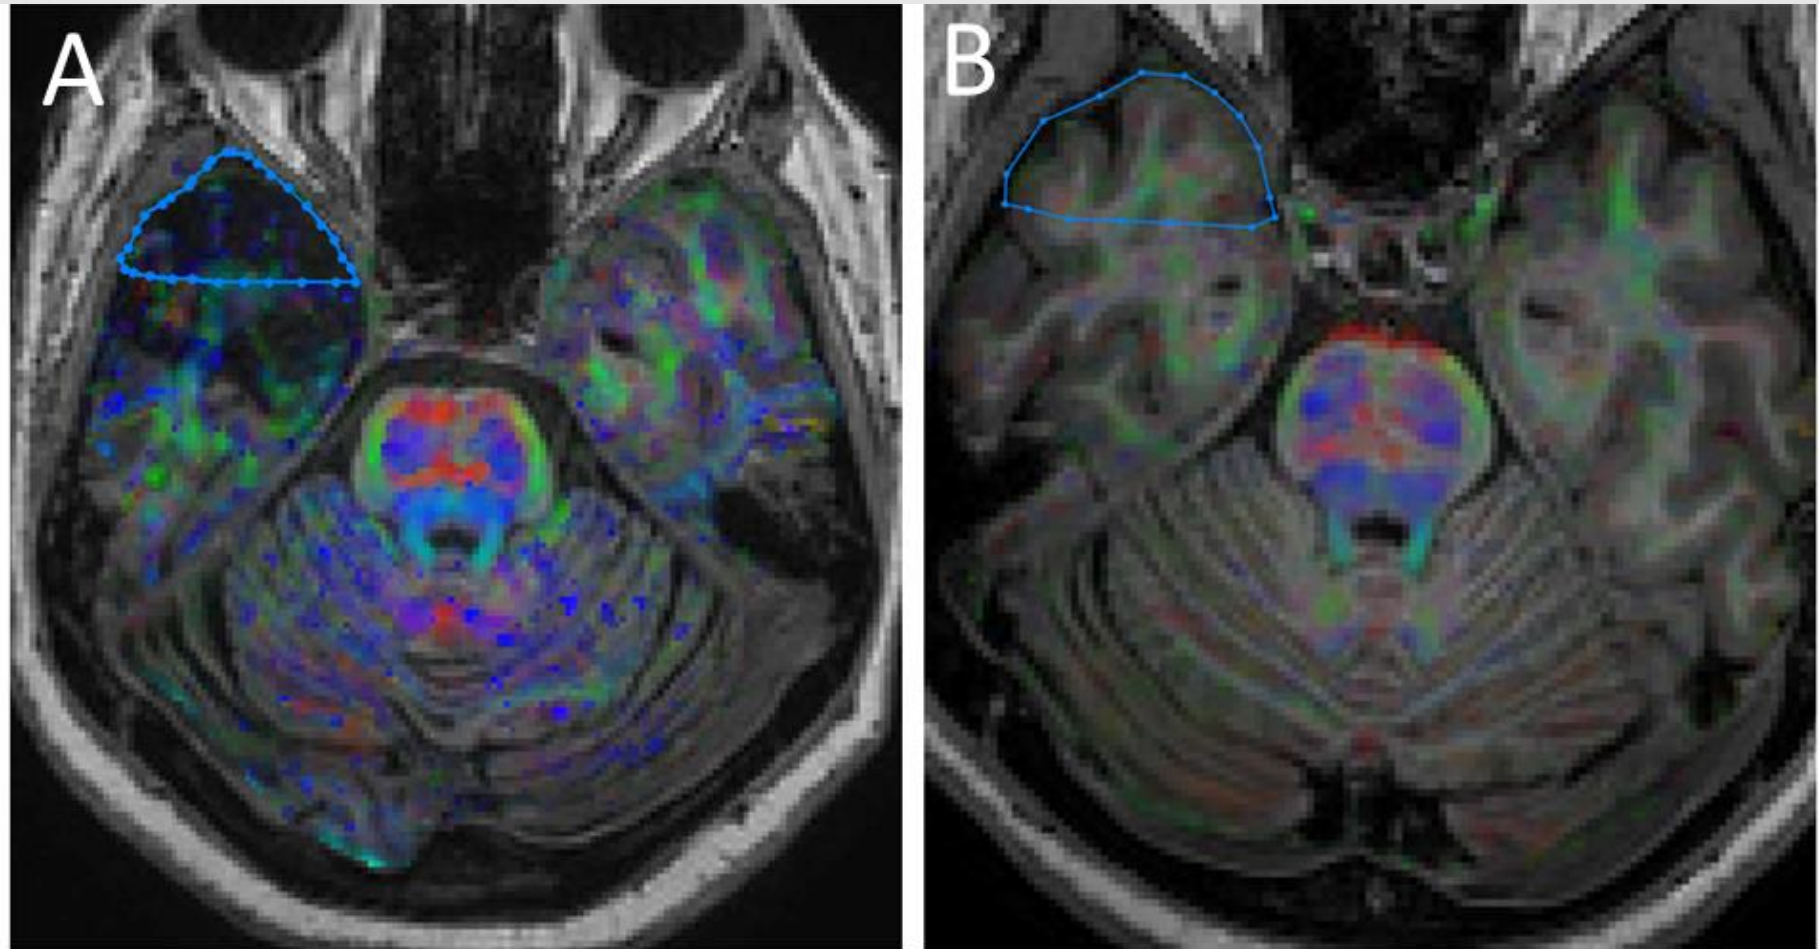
DWI co-registrado às imagens volumétricas ponderadas em T1 mostrando a localização da ROI na substância branca do lobo do polo temporal.
